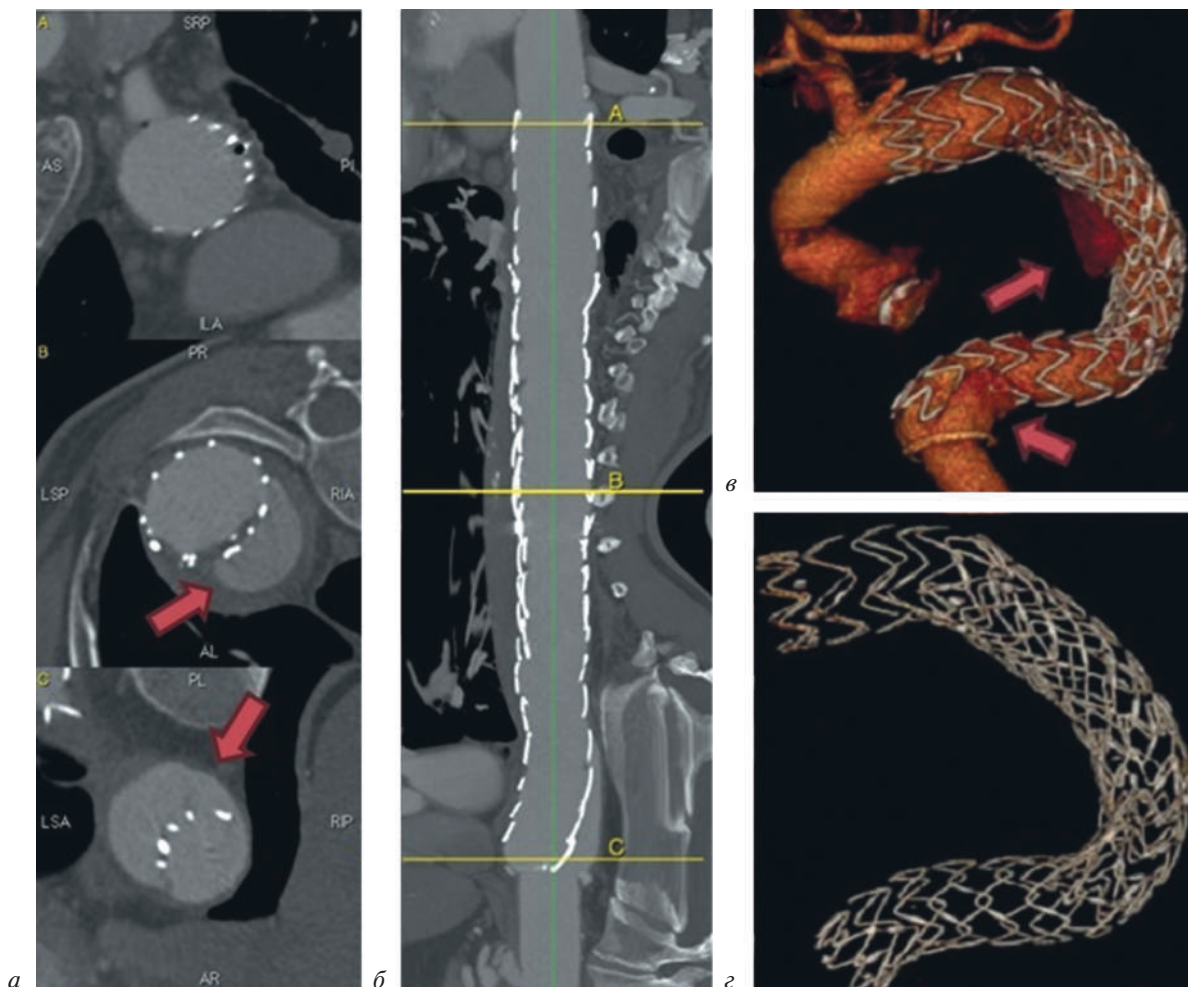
Контрольная МСКТ-аортография через 1 год после операции TEVAR. Визуализируются подтекания IB и III типов:
